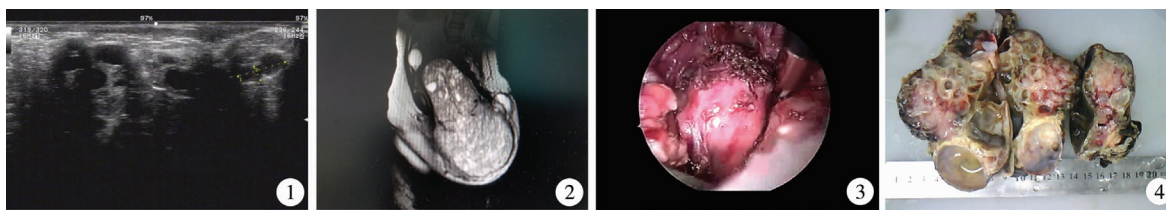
骶尾部畸胎瘤超声图像 图2 骶尾部畸胎瘤磁共振图像 图3 镜下游离肿瘤 图4 肿瘤大体外观
